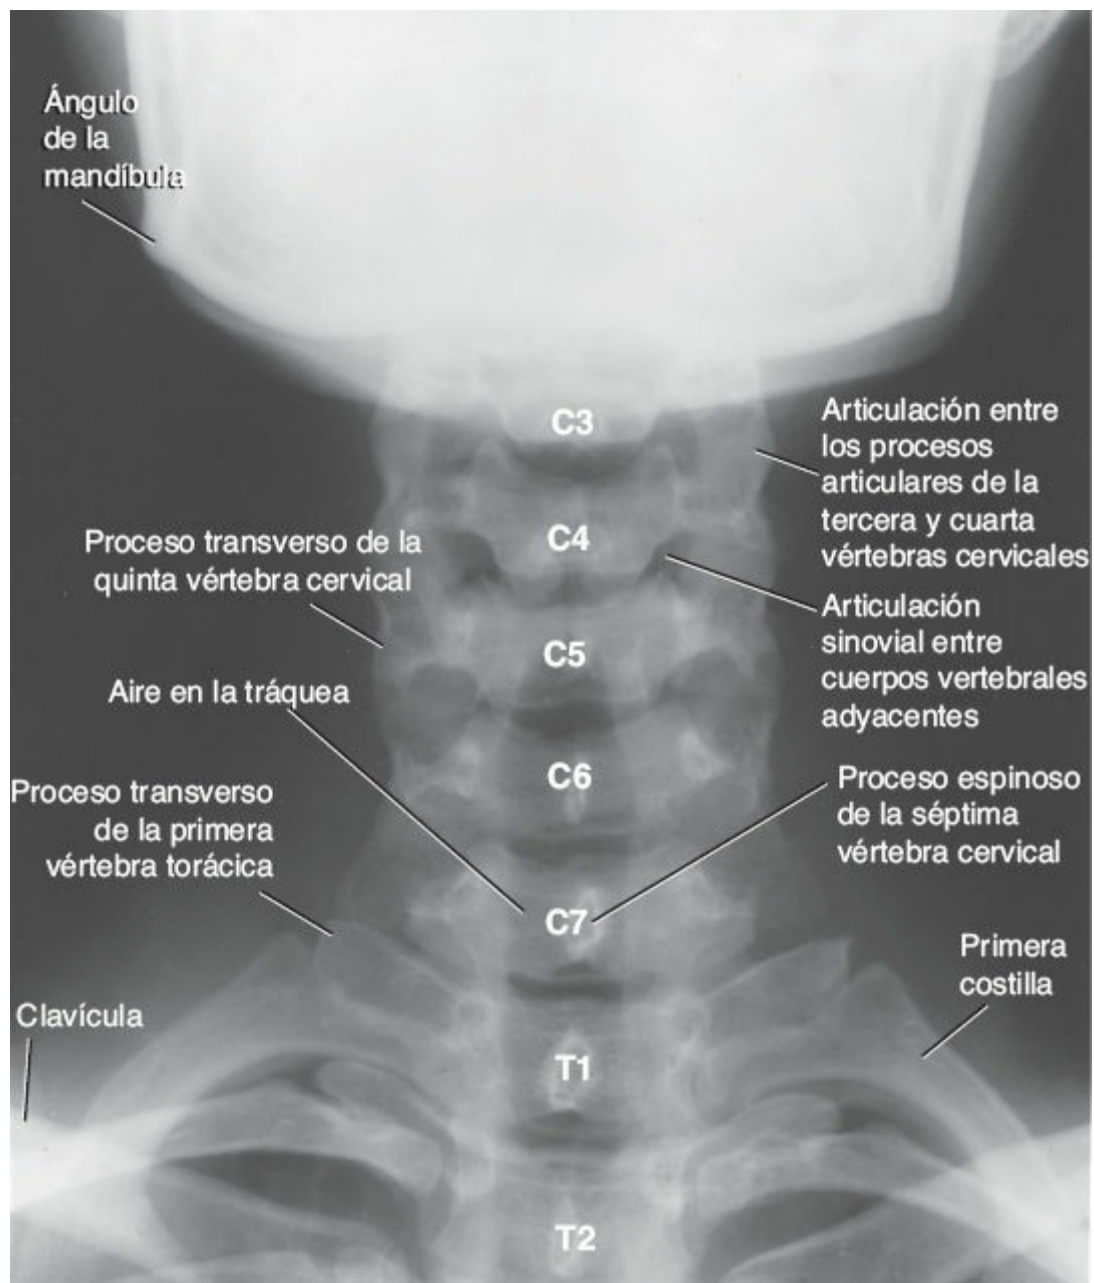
Radiografía anteroposterior de la región cervical de la columna vertebral.
